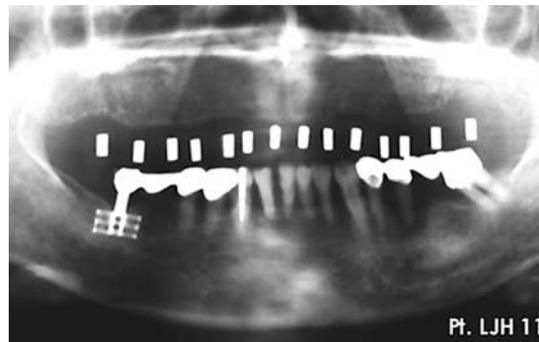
환자의 초진시 파노라마 방사선사진.
